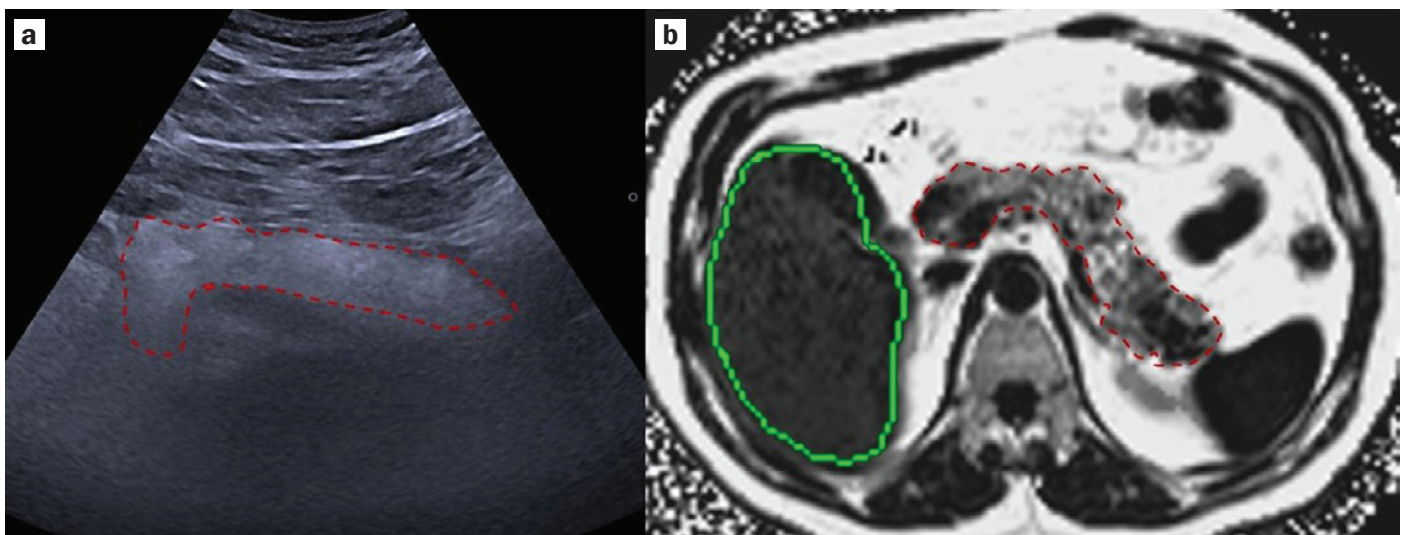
Трансабдомінальне УЗД (а) хворого на ЖДПЗ, що демонструє підвищену ехогенність, жирову дистрофію було підтверджено за допомогою МРТ — протонної щільності жирової фракції (ПЩЖФ) (b)
